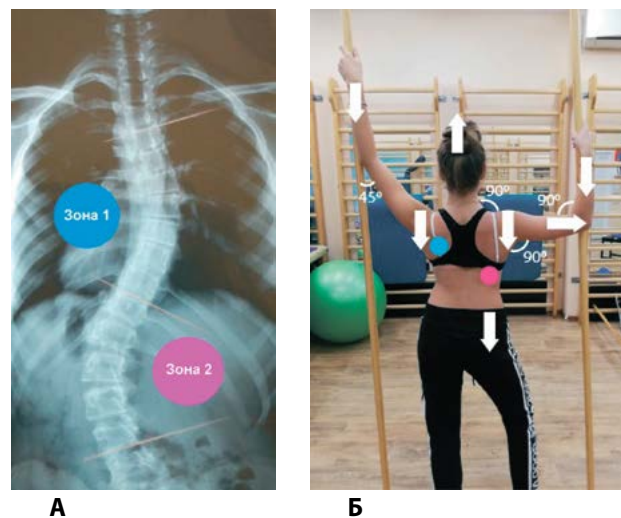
(А, Б) – Обозначение зон локального дыхания при комбинированном сколиозе с правосторонней грудной дугой и левосторонней поясничной. А – обозначения на рентгенограмме, Б – обозначение на пациенте в процессе выполнения упражнений
